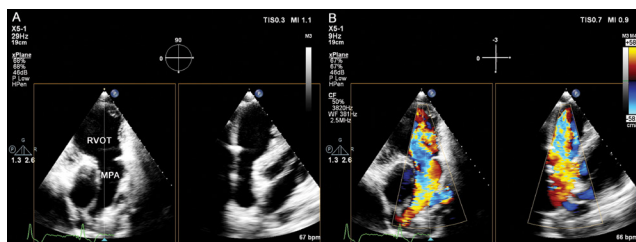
Régurgitation pulmonaire sévère visualisée simultanément, en mode xPlan, sur une coupe parasternale petit axe (image de référence) et une coupe parasternale grand axe. RVOT : chambre de chasse du ventricule droit ; MPA : artère pulmonaire principale.
